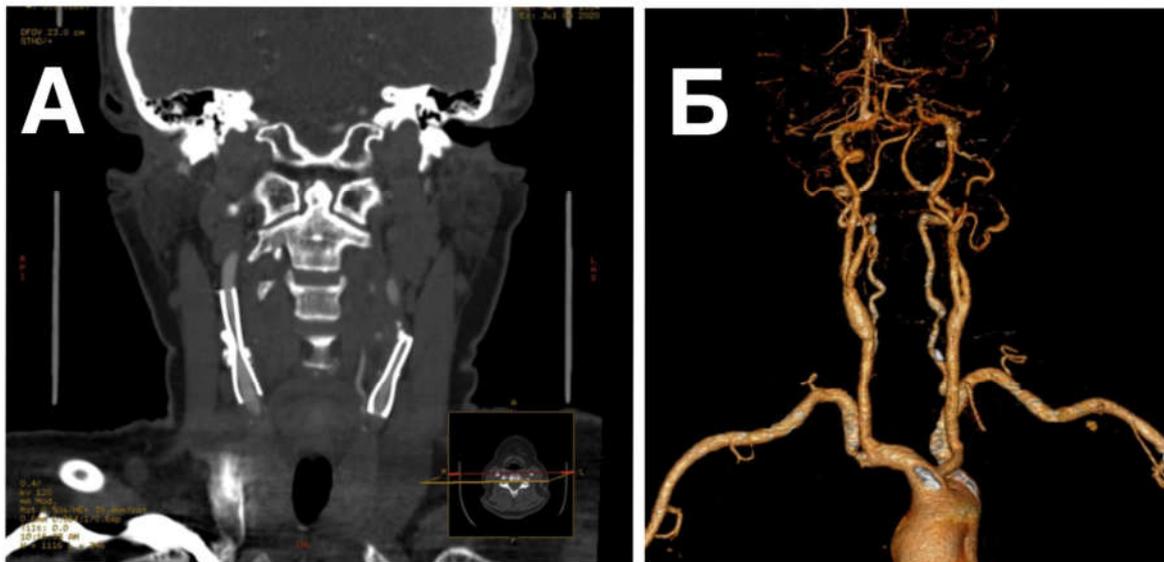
Данные компьютерной томографии брахиоцефальных артерий: до (А) и после (Б) вмешательств
